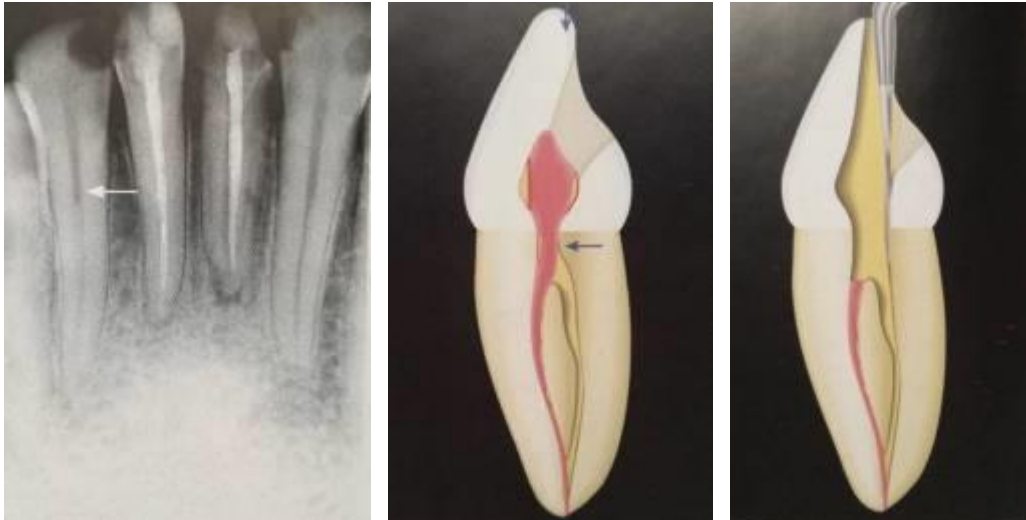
a) Radiografía del diente 42, se observa la diferencia de radiopacidad en el tercio medio, b) Diente anterior con dos conductos, las flechas indican las interferencias en la cavidad de acceso, c) Punta de ultrasonido removiendo la interferencia.⁸
